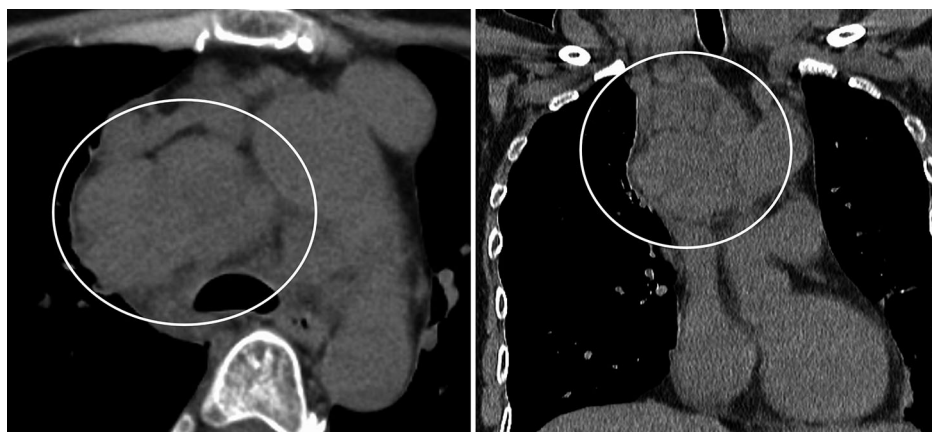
Chest CT revealing enlargement of lymph nodes at the right side of the mediastinum. Massive lymph nodes in the mediastinum constricted the upper part of the superior vena cava.
